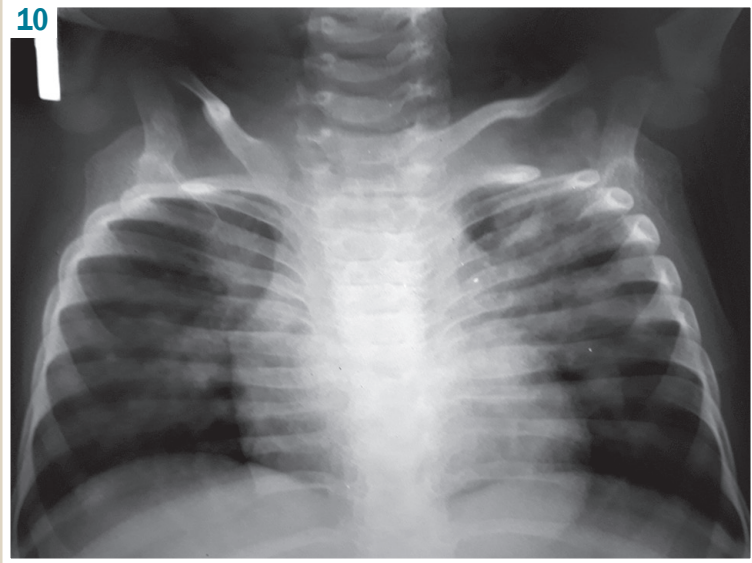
Рентгенологічне обстеження легень: посилення та збагачення легеневого малюнка, у верхній частині зліва зберігається інфільтрація, на цьому тлі в середньому легеневому полі з'явилися «свіжі» ділянки інфільтрації.
